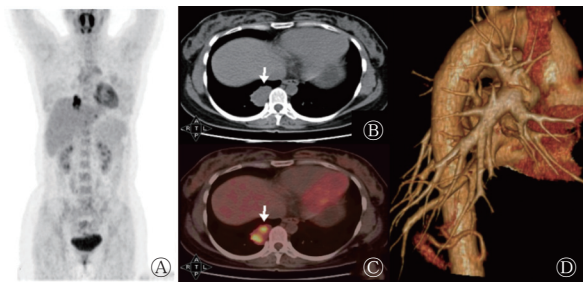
肺隔离症患者(女性, 27 岁)的¹⁸F-FDG PET/CT 显像图 A 为最大密度投影图; B、C 分别为胸部 CT 横断面纵隔窗图和 PET/CT 横断面融合图, 示右肺下叶、脊柱旁可见最大截面积约为 2.8 cm×4.0 cm 的软组织密度影(箭头所示), 周围可见毛刺, CT 值约为 42.4 HU, SUV_{max}=7.5; D 为 CT 三维重建血管成像图, 可见起自胸主动脉的异常供血动脉。FDG 为氟脱氧葡萄糖; PET 为正电子发射断层显像术; CT 为计算机体层摄影术; SUV_{max} 为最大标准化摄取值
